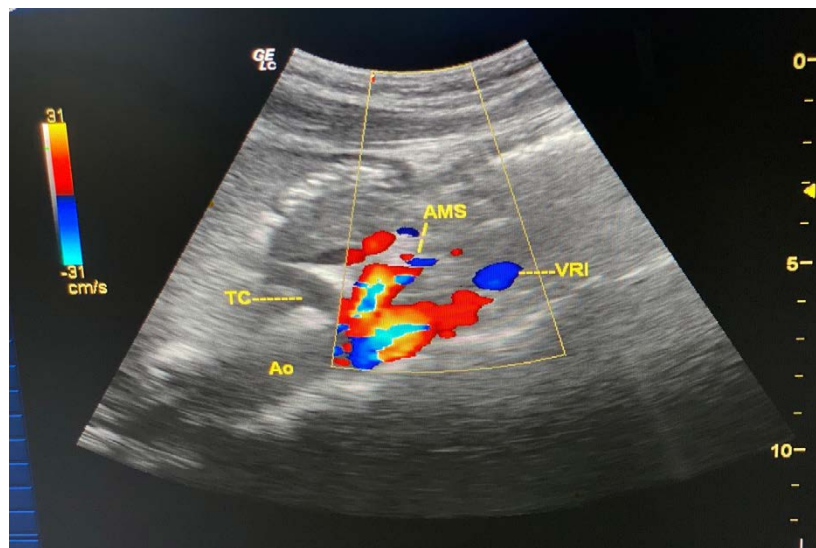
Doppler abdominal. Vena renal izquierda permeable. VRI: vena renal izquierda, AMS: arteria mesentérica superior, Ao: Aorta.
